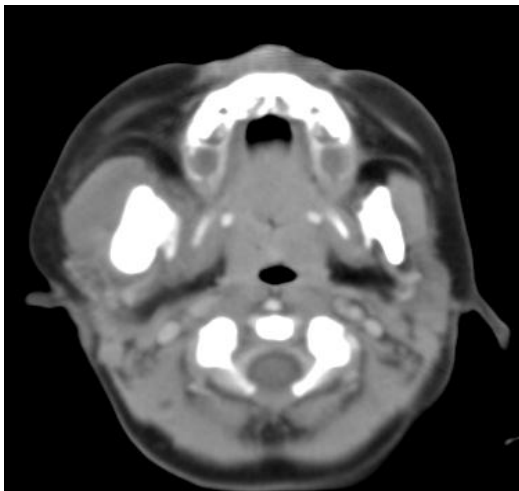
Tomografía axial computarizada donde se observa engrosamiento óseo de la rama de la mandíbula derecha, con aumento del plano muscular adyacente.
